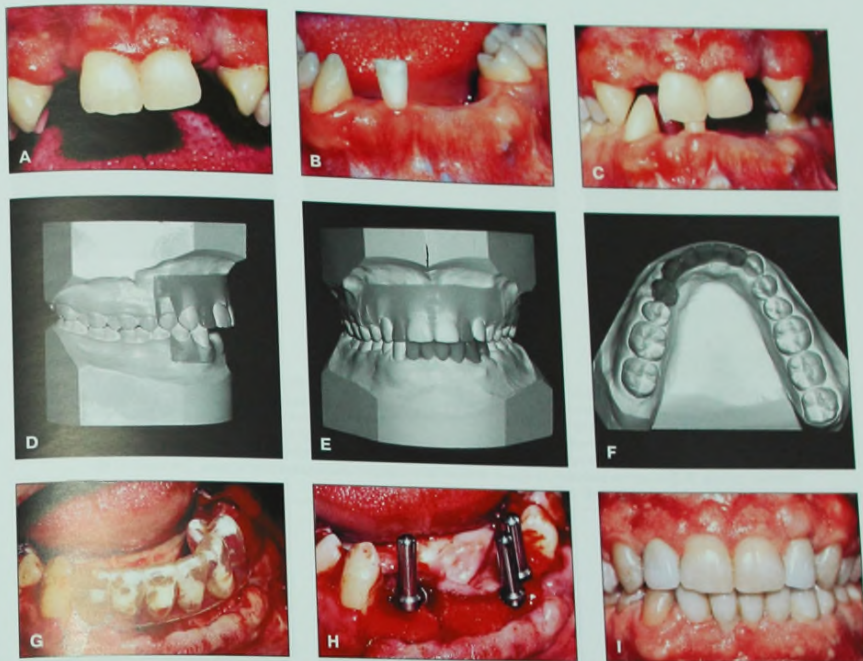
Пациент 24 лет – жертва ограбления, при котором он получил выстрел в лицо и потерял верхние боковые резцы (А) и практически все нижние фронтальные зубы (В). План протезирования состоял в фиксации одиночных имплантатов на верхнем зубном ряду и мостовидного протеза с опорой на имплантаты – на нижнем. Имплантаты также планировалось использовать в качестве опоры для ортодонтического лечения при интрузии нижней правой клыка и первого премоляра. D-F. Для определения адекватного положения имплантатов перед началом ортодонтического лечения была создана диагностическая модель, с помощью которой был изготовлен хирургический направляющий шаблон (G), необходимый хирургу для правильной фиксации имплантатов (H). После окончания ортодонтического лечения те же имплантаты были использованы в качестве опоры для протезирования (I).
